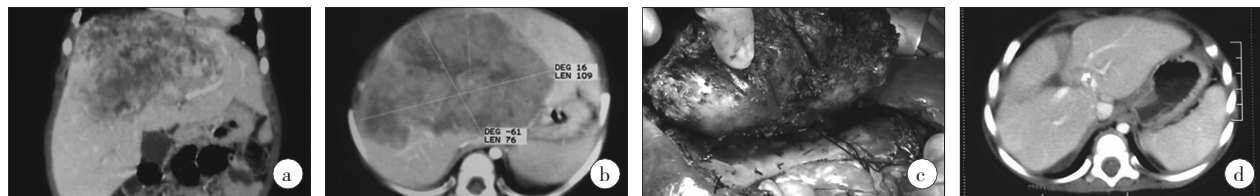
累及第二、三肝门的肿瘤切除术。a,b,术前 CT 显示中肝巨大肿瘤,肿瘤累及到了下腔静脉,肝尾叶;c,术中处理第二肝门;d,术后 6 个月 CT 复查,残余肝脏增大,肿瘤无复发。
